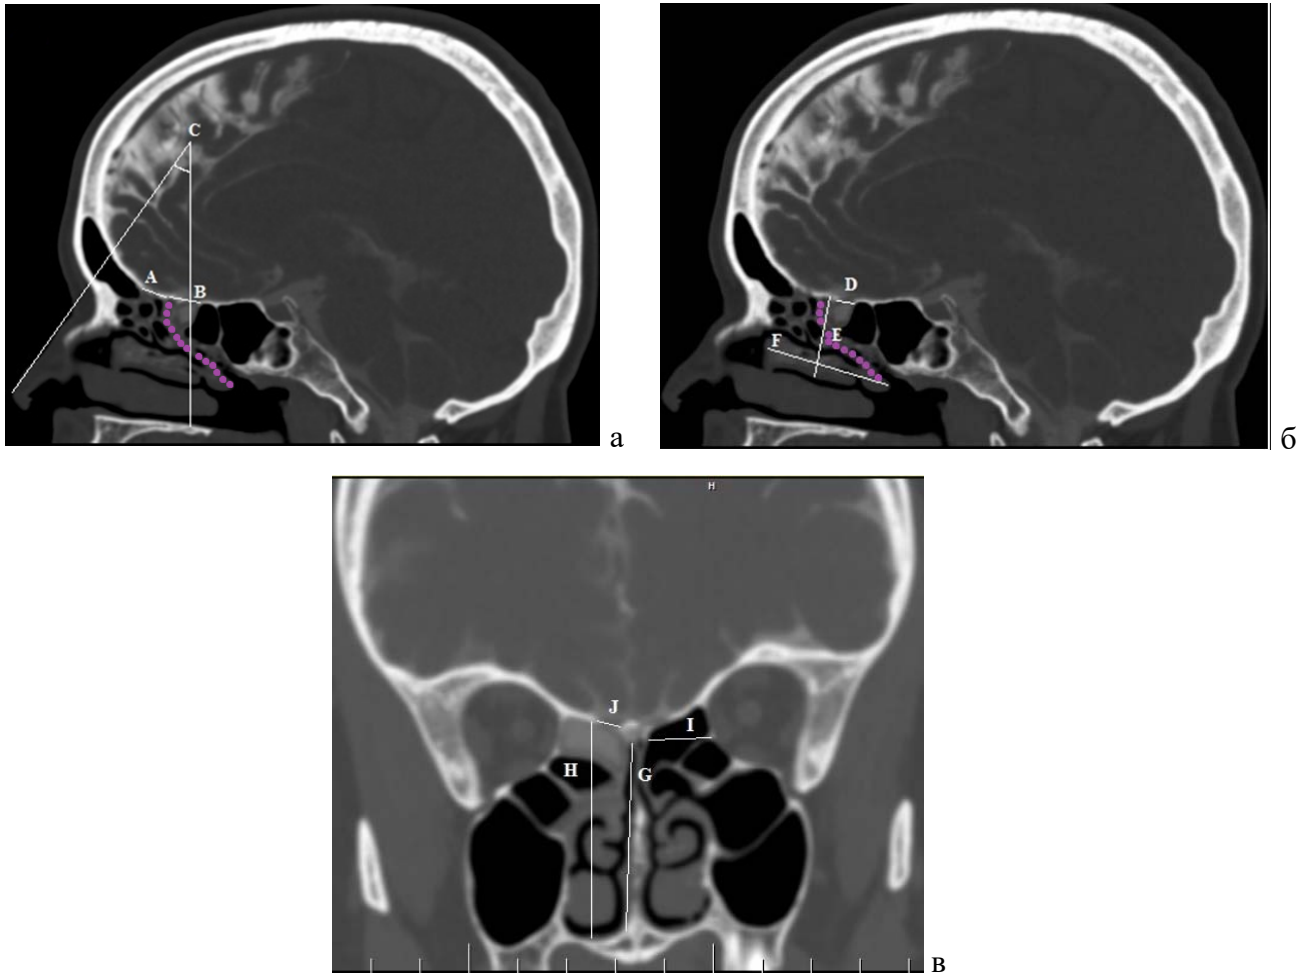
КТ-цистернография: а) сагиттальная плоскость - пунктирная линия проведена через базальную пластинку и делит клетки решетчатого лабиринта на передние и задние (А - длина передних отделов крыши решетчатого лабиринта, В - длина задних отделов крыши решетчатого лабиринта, С - угол между линией, проведенной через спинку носа и перпендикуляром через центр дефекта ко дну полости носа); б) сагиттальная плоскость (D - размер дефекта, Е - высота средней носовой раковины, F - длина средней носовой раковины); в) фронтальная плоскость (G - высота от дна полости носа до решетчатой пластинки, H - высота от дна полости носа до крыши решетчатого лабиринта, В - расстояние от перегородки носа до орбиты, I - размер дефекта)
